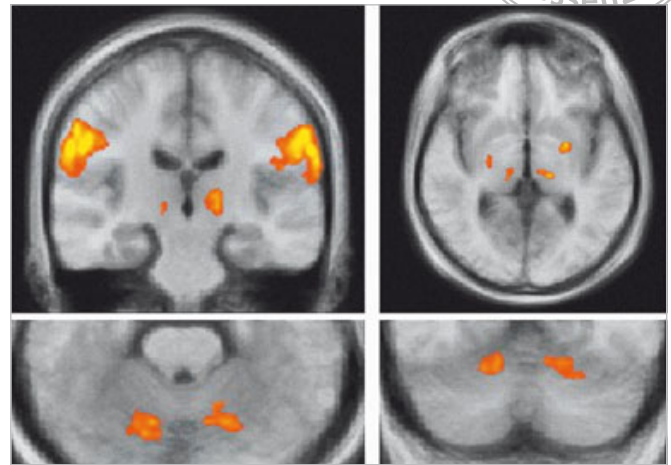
Functional magnetic resonance imaging (fMRI) study of activity in the somatosensory cortex (S1), primary motor cortex (M1), basal ganglia and cerebellum during occlusal function.
